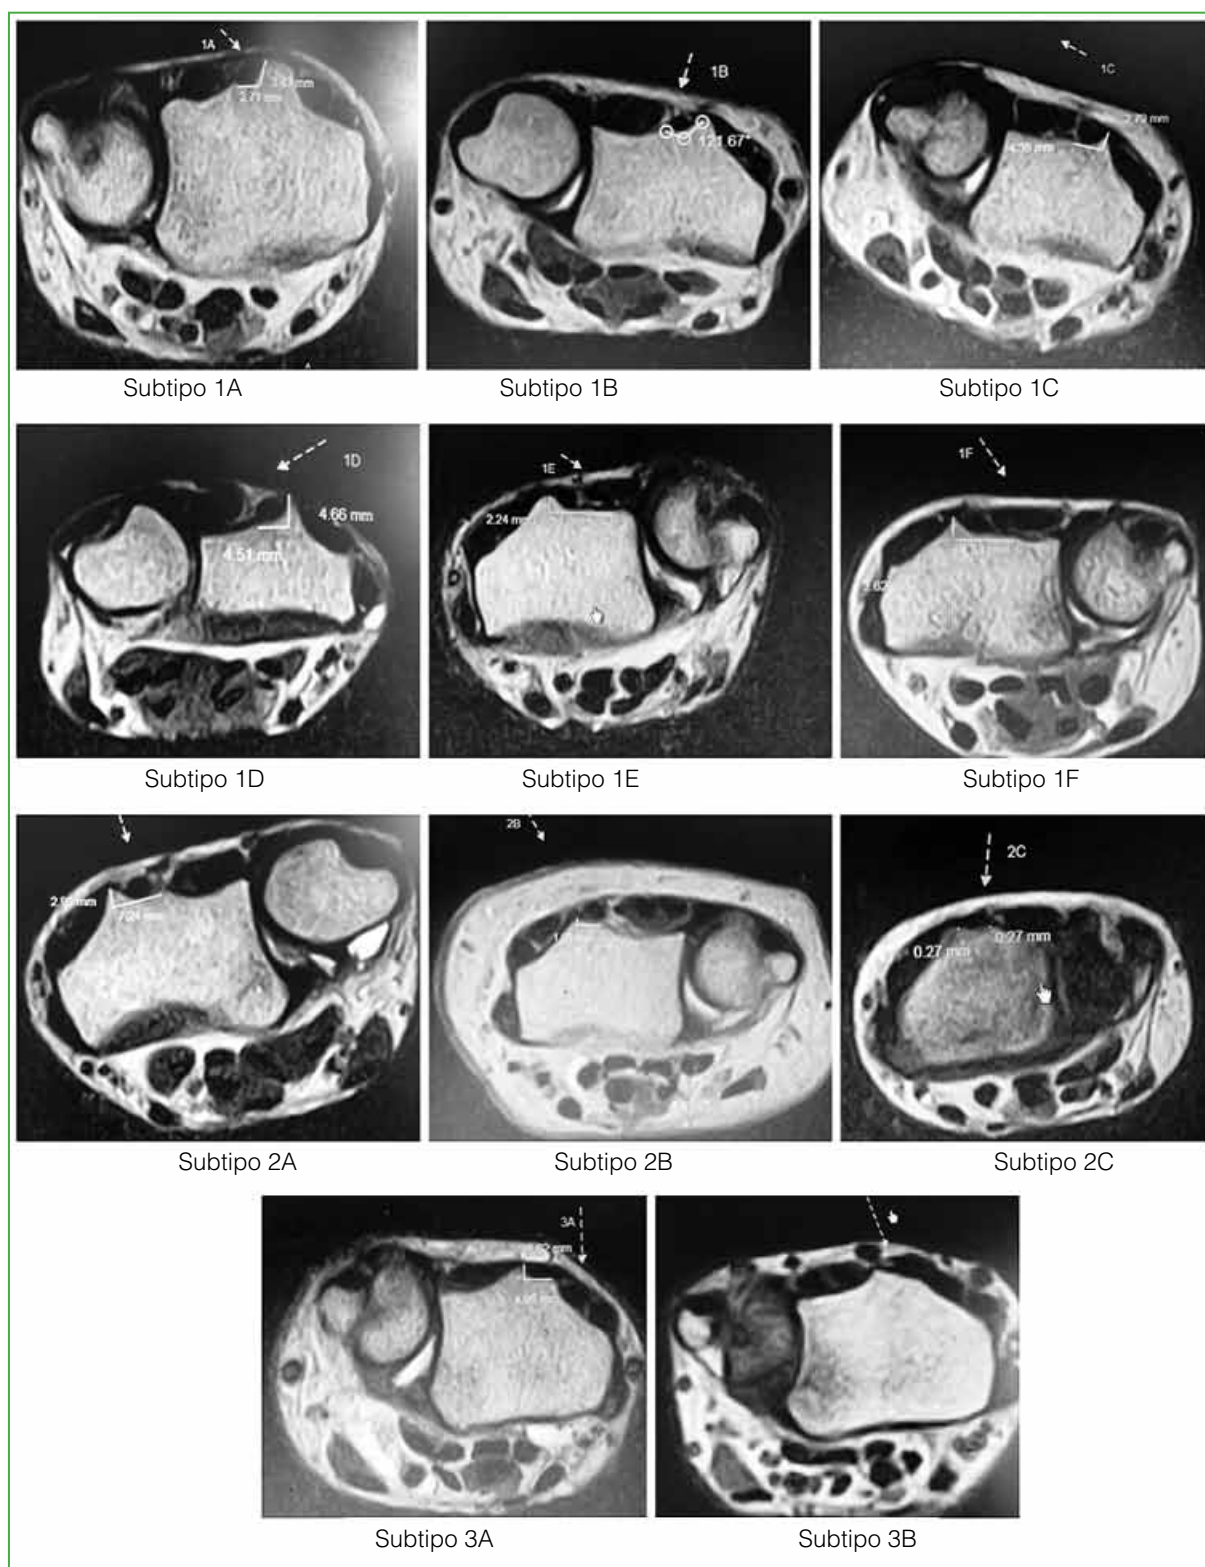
Imágenes de resonancia magnética de los diferentes tipos de tubérculo de Lister.
